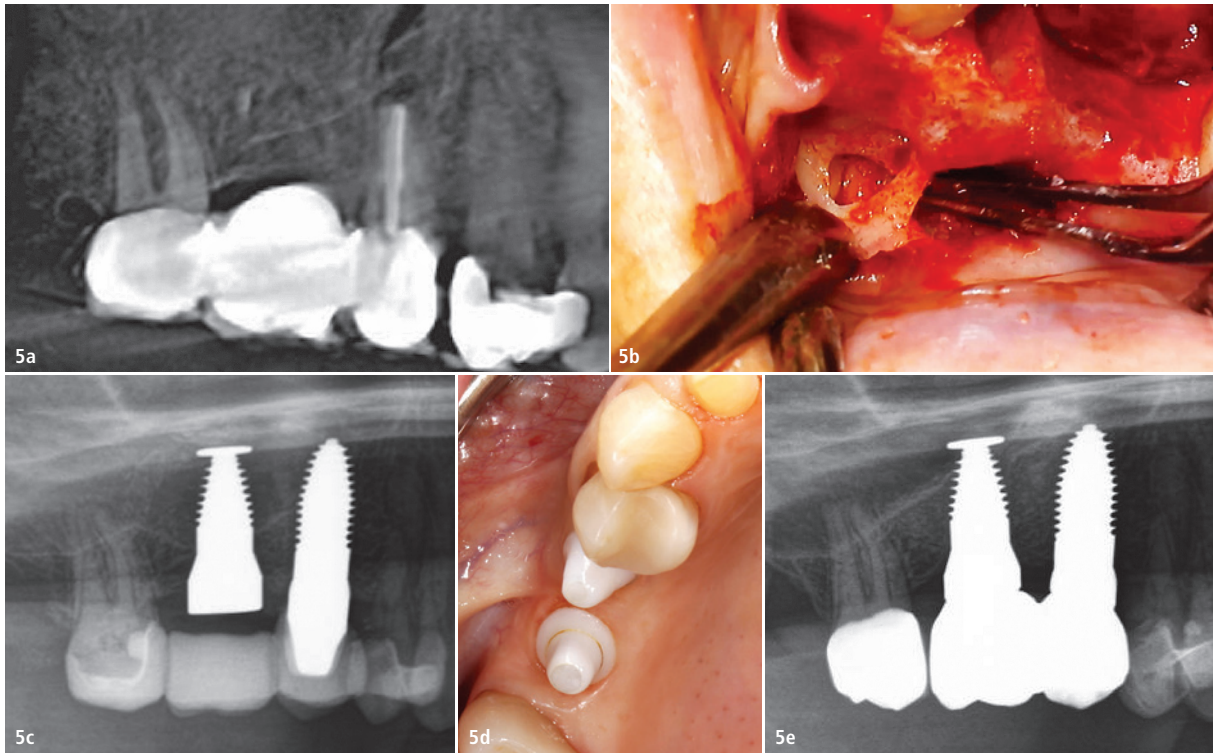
Präoperativ angefertigtes DVT Regio 16, 15 mit chronischer apikaler Parodontitis Regio 15 (a), intraoperative Aufnahme der Regio 16, 15 (b), postoperative röntgenologische Kontrolle der Implantate 16 und 15 (c), Implantate 16 und 15 vor prothetischer Versorgung (d), röntgenologische Kontrolle der Implantate 16 und 15 nach prothetischer Versorgung mit Vollkeramikronen (e).
